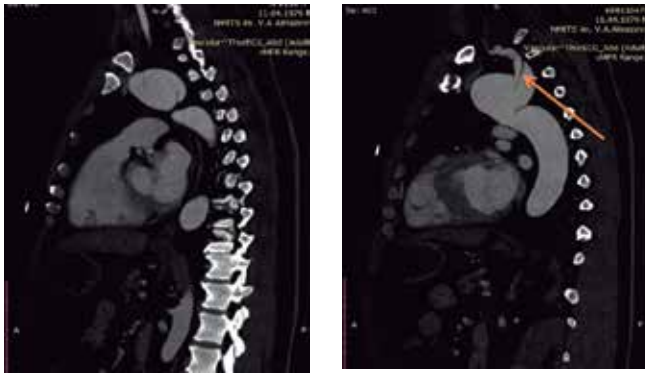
(А, Б). А. Локализация проксимальной фенестрации на уровне дуги аорты. КТ-аортография, сагиттальный срез. Б. Распространение расслоения на левую ПКА (указано стрелкой).
